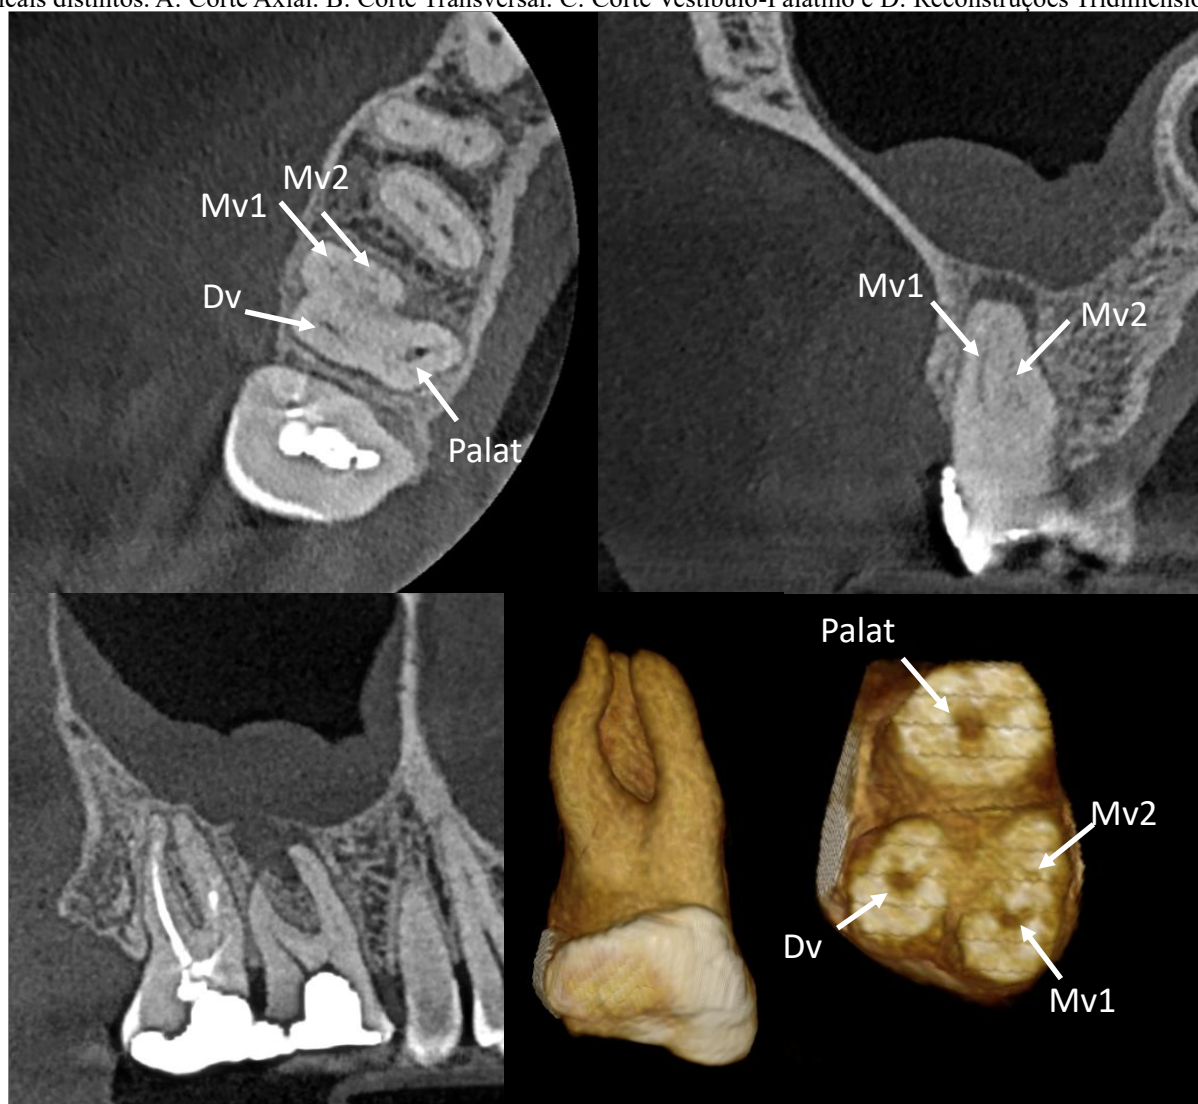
Tomografia Computadorizada de Feixe Cônico demonstrando o dente 27 com lesão periapical, com a convergência dos condutos MV1 e MV2 . A: Corte Axial. B: Corte Transversal. C: Corte Vestíbulo-Palatino e D: Reconstruções Tridimensionais.
